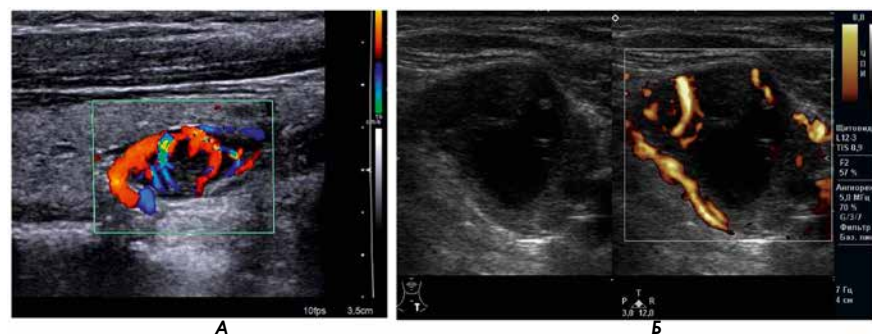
Аденомы ОЩЖ. УЗИ. Режим ЦДК и ЭД: А – смешанный кровоток в ОЩЖ; Б – преобладание периферического кровотока из-за кистозной трансформации ОЩЖ
